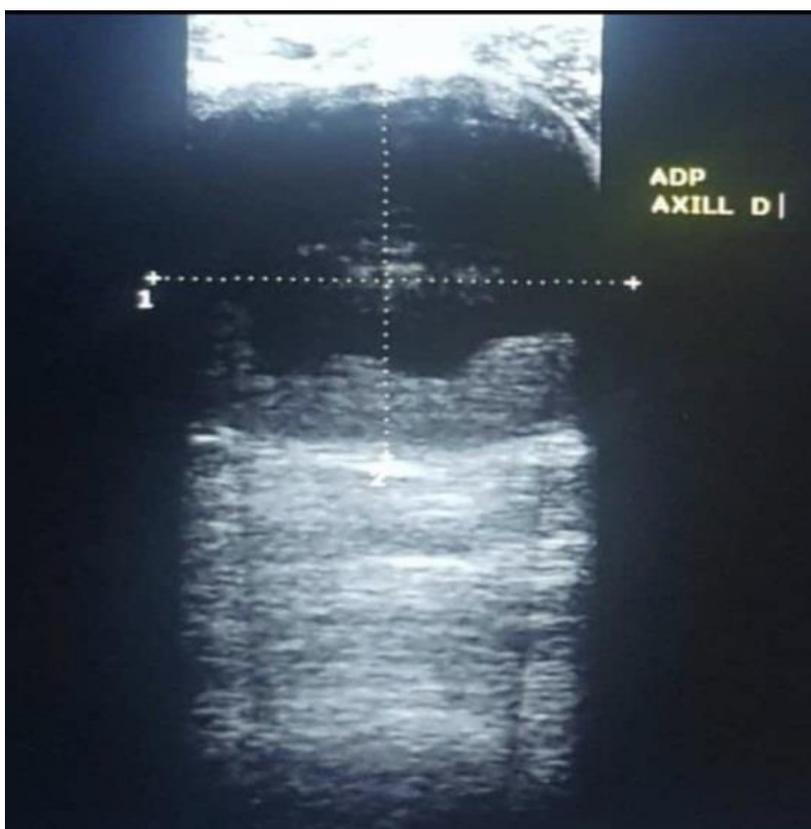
Image échographique d'une adénopathie axillaire homolatérale droite d'aspect suspect
